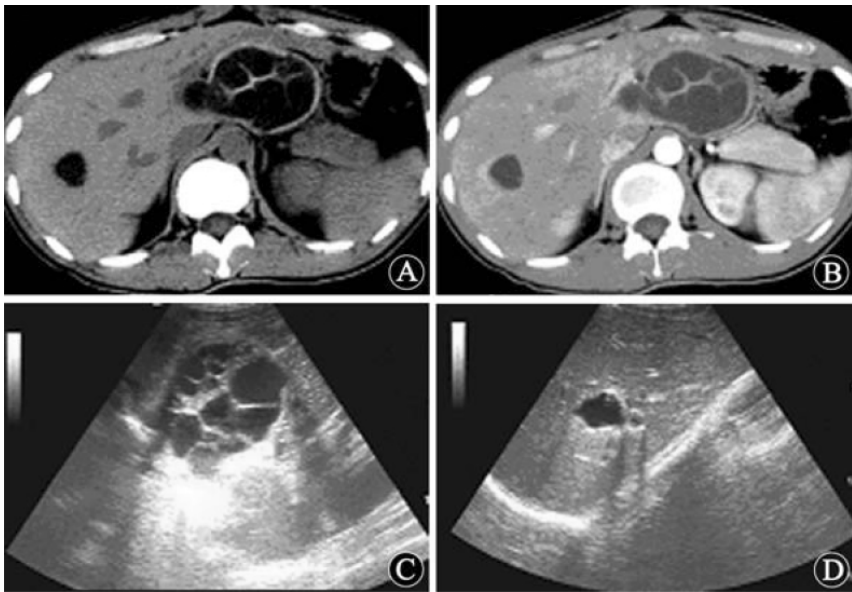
A-D:两个病灶 ,左叶为 CE2 型 ,表现多囊多分隔的囊肿 ,囊壁有钙化 ,右叶后段为 CL 型 ,表现为小的无壁囊肿 ,增强扫描病灶未见增强 ;C-D 超声图像显示多肝左叶子囊回声 ,肝右叶病灶液性暗区 ,后壁有增强效应
